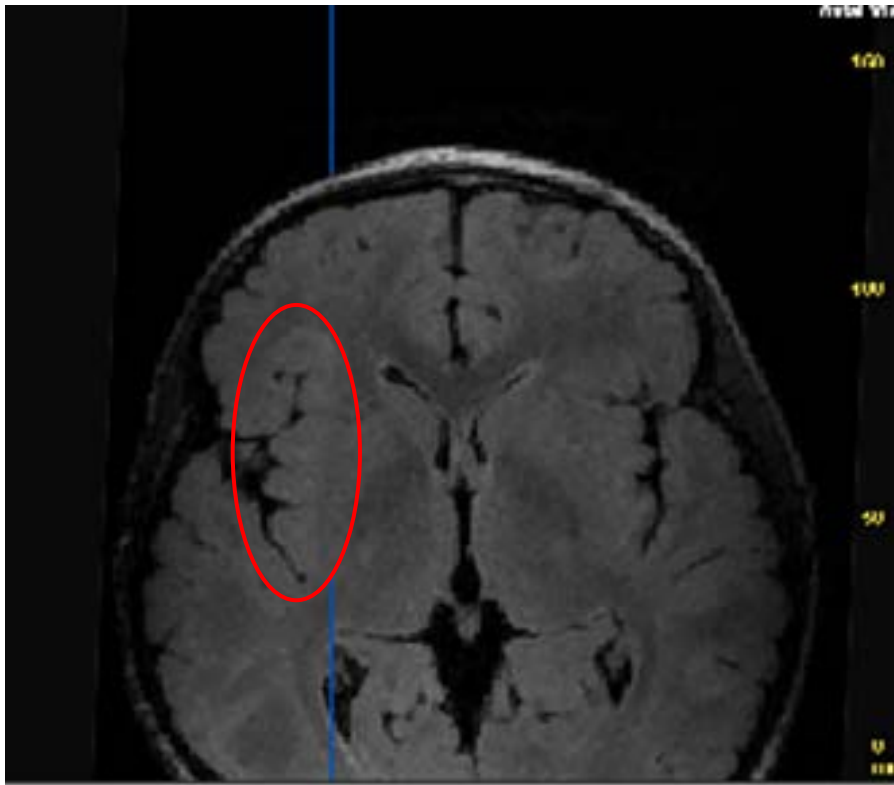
Resonancia magnética 3 teslas en secuencia FLAIR axial que muestra una lesión mal delimitada en el giro frontal inferior izquierdo e ínsula izquierda.
